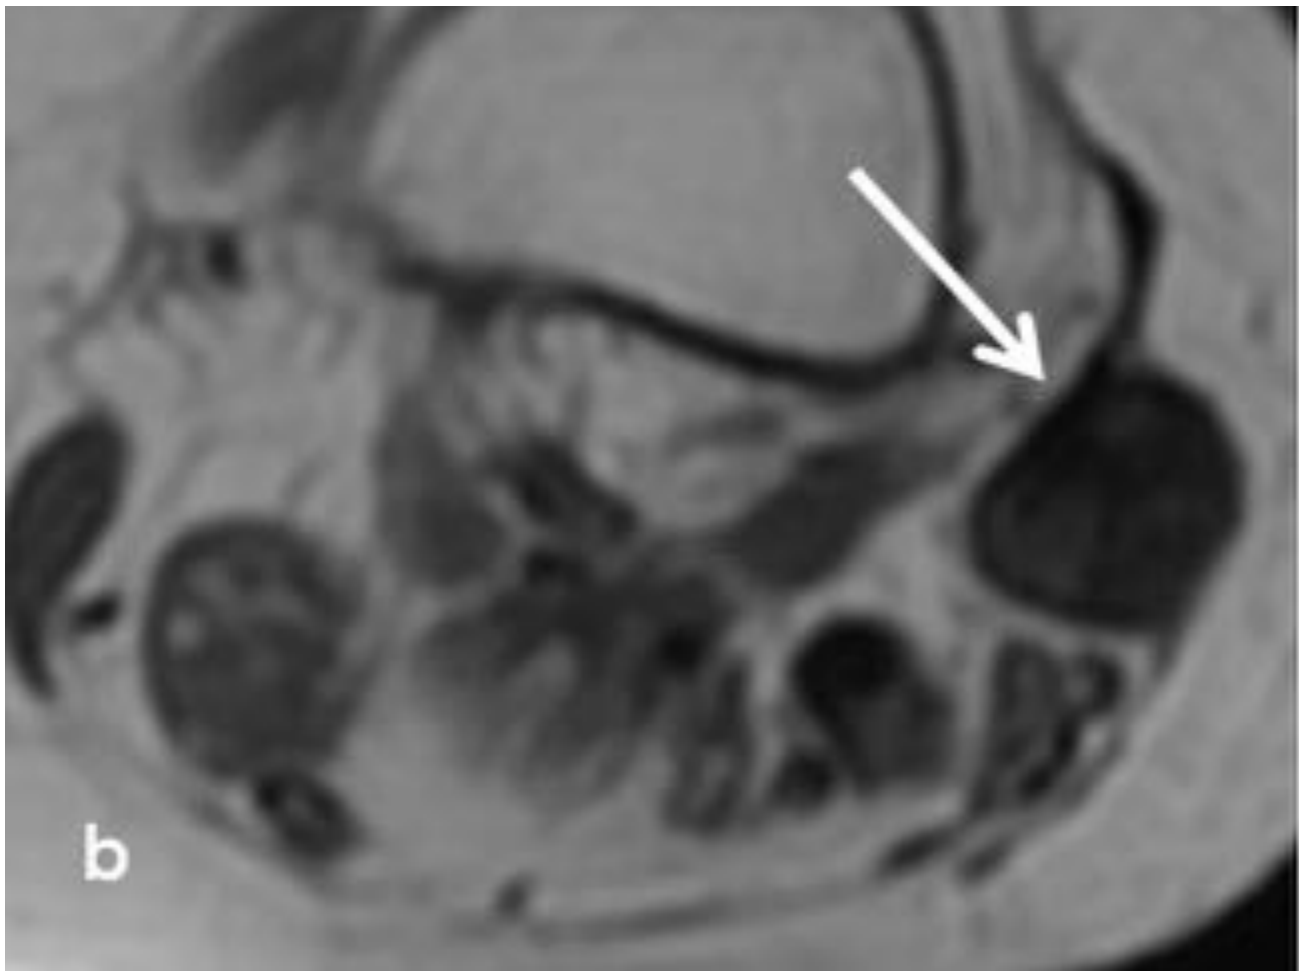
Ecografía (a) en la que se aprecia una masa de partes blandas (flecha blanca), hipocogénica, heterogénea, bien delimitada con focos ecogénicos en su interior, sin invasión de la fascia adyacente y mostrando el signo de la cola fascial (flecha amarilla). Dado que mostraba alguna característica no definitiva de lesión benigna (ecogenicidad heterogénea) se realizó biopsia cuyo resultado fue de fibromatosis tipo desmoide. Se completó estudio con RM (b) que mostró características de benignidad.
